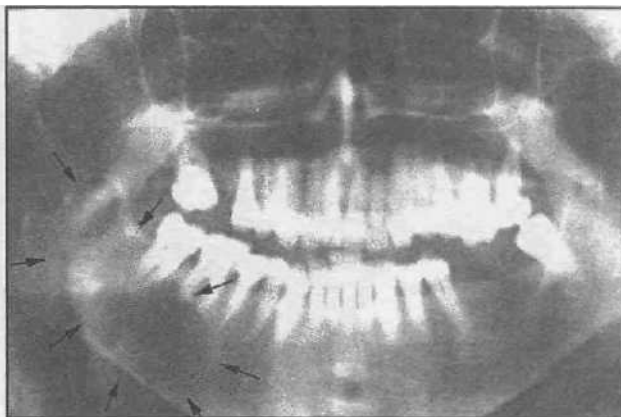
Рентгенологическая картина амелобластом нижней челюсти с нахождением в зоне опухоли зубов:
